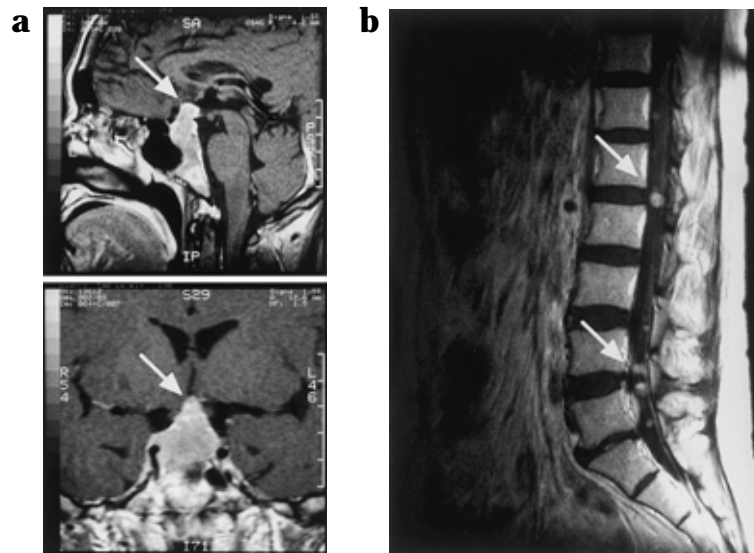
(a) Gd-DTPA enhanced T1 weighted MRI of the brain showing high signal intensities in the pituitary gland. (b) Gd-DTPA enhanced T1 weighted MRI of the spinal cord showing high signal intensities in the L1/2, L4/5 regions.
